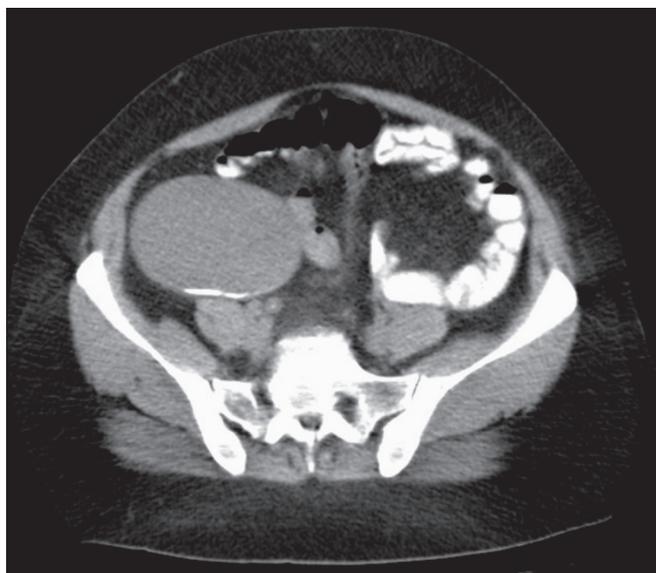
TC abdominal evidenciando quisto de duplicação do cego.
